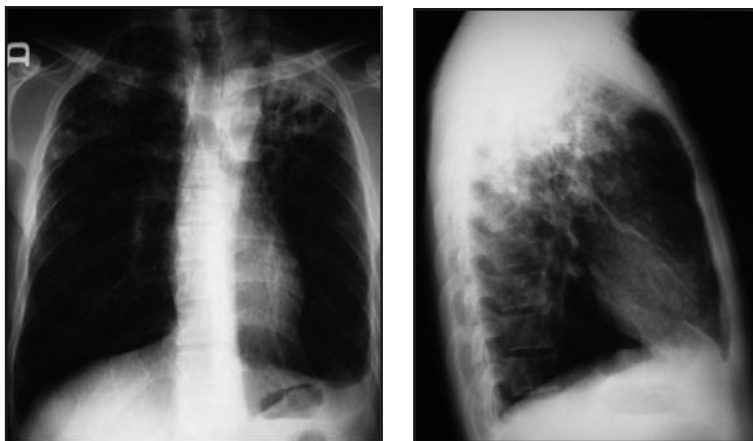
Radiografías postero anterior y lateral de Tórax. Destaca condensación alveolar apical bilateral asociada a imágenes de aspecto cavitario, de predominio en Lóbulo superior izquierdo
